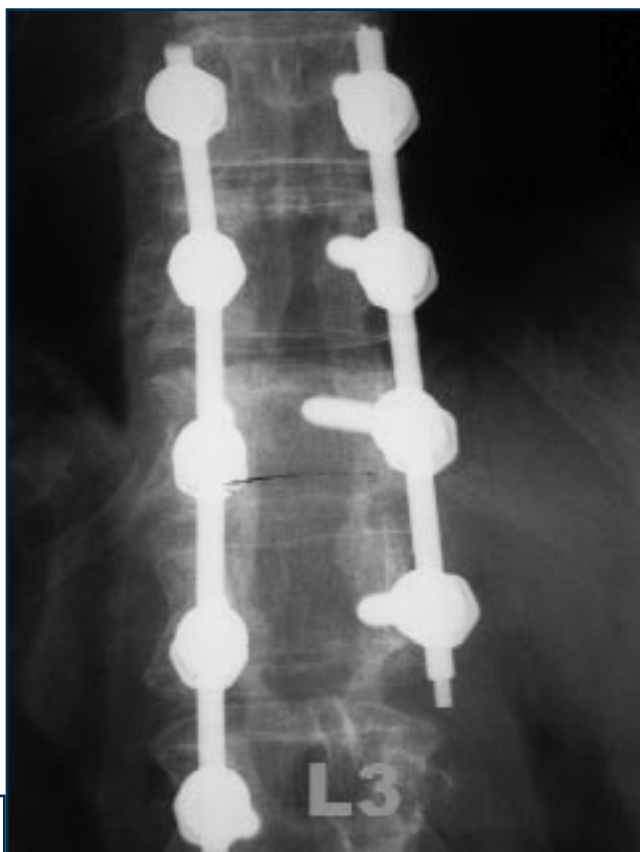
Controllo radiografico della stabilizzazione.
